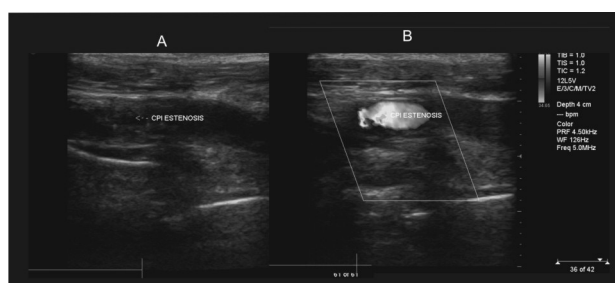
Estenosis significativa de la carótida primitiva izquierda (CPI). A. Ecografía bidimensional que demuestra una placa homogénea predominantemente ecogénica (fibrótica) que produce marcada reducción de la luz. B. Turbulencia en dicho nivel evidenciada por Doppler color.
